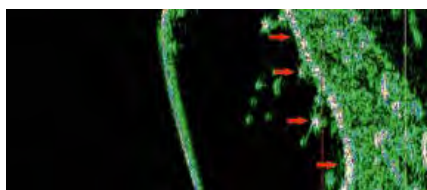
УЗИ кожи в 5-й группе до начала исследования.
